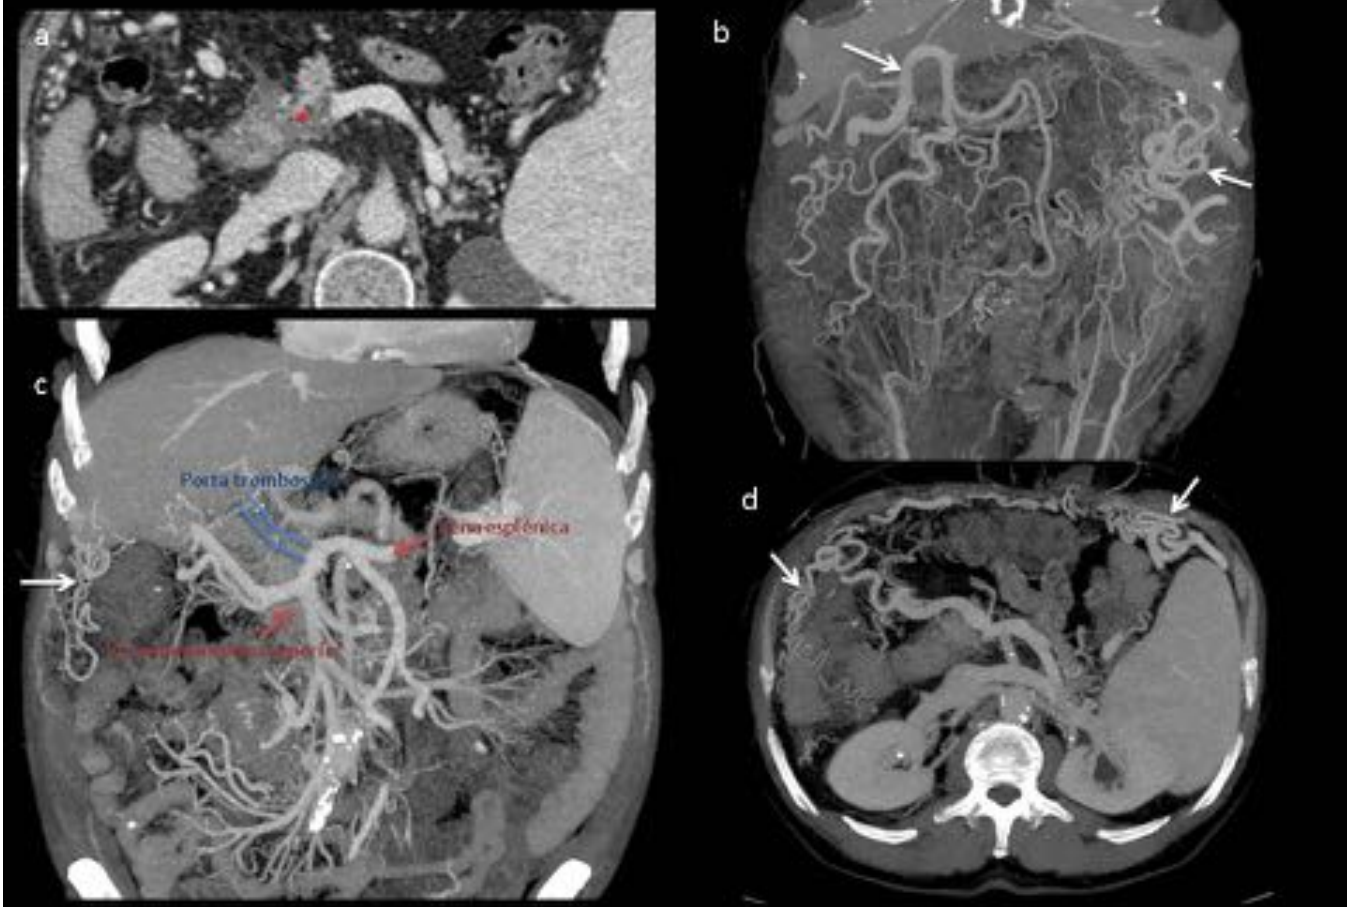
Trasplantado hepático con trombosis portal. TC en fase venosa: corte axial (a) donde se muestra la trombosis portal en el confluente esplenoportál (asterisco), reconstrucciones MIP en coronal (b y c) y axial (d) donde observamos la ausencia de vena porta (c) y la llamativa circulación colateral (flechas).
